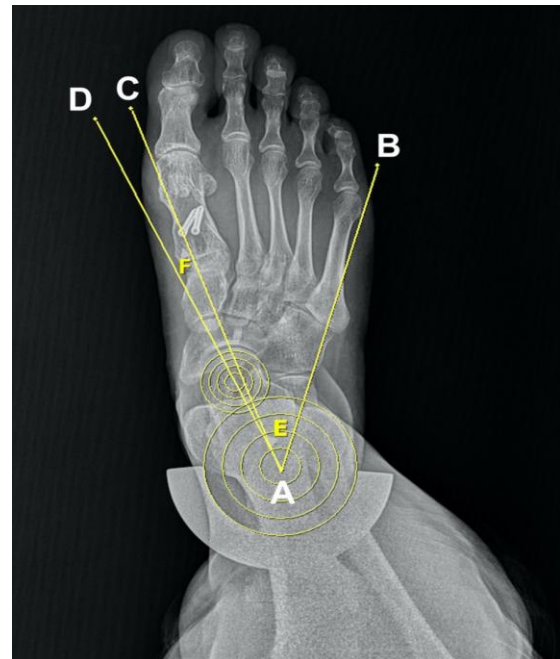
TI measurement(Tripod Index(%)= (F/E) x 100) on AP weight-bearing radiograph with hemispherical markers around the heel (E: Angle between AB and AC lines, F: Angle between AC and AD lines)
